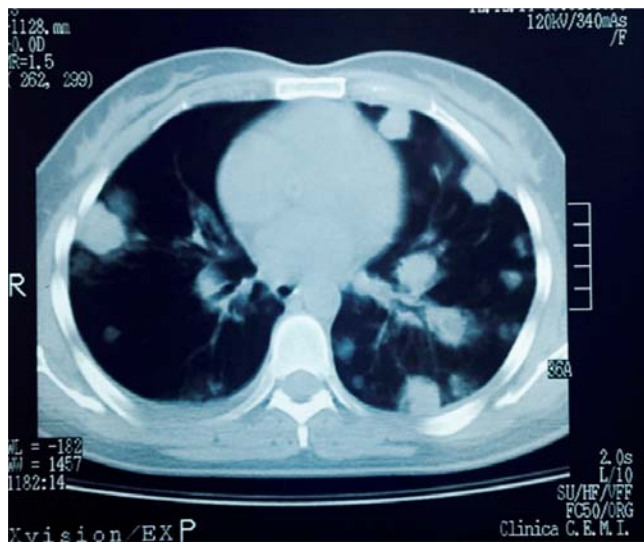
Metástasis pulmonares en tomografía de tórax.
